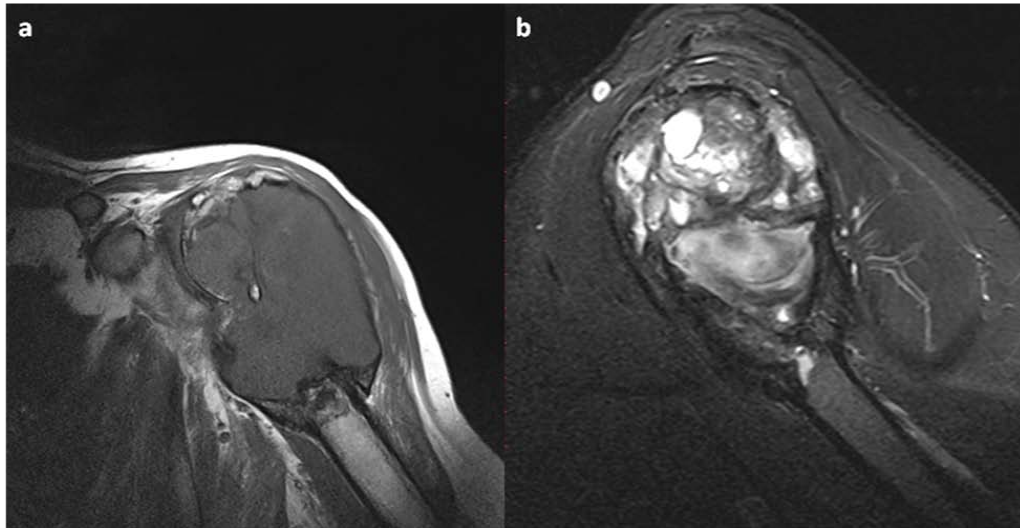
IRM de l'épaule gauche en T1 coronal (a) et en T2 sagittal (b): Dysplasie fibreuse. Lésion expansive métaphyso-épiphysaire proximale de l'humérus, en hyposignal T1 et en signal hétérogène T2 (zones de kystisation).
